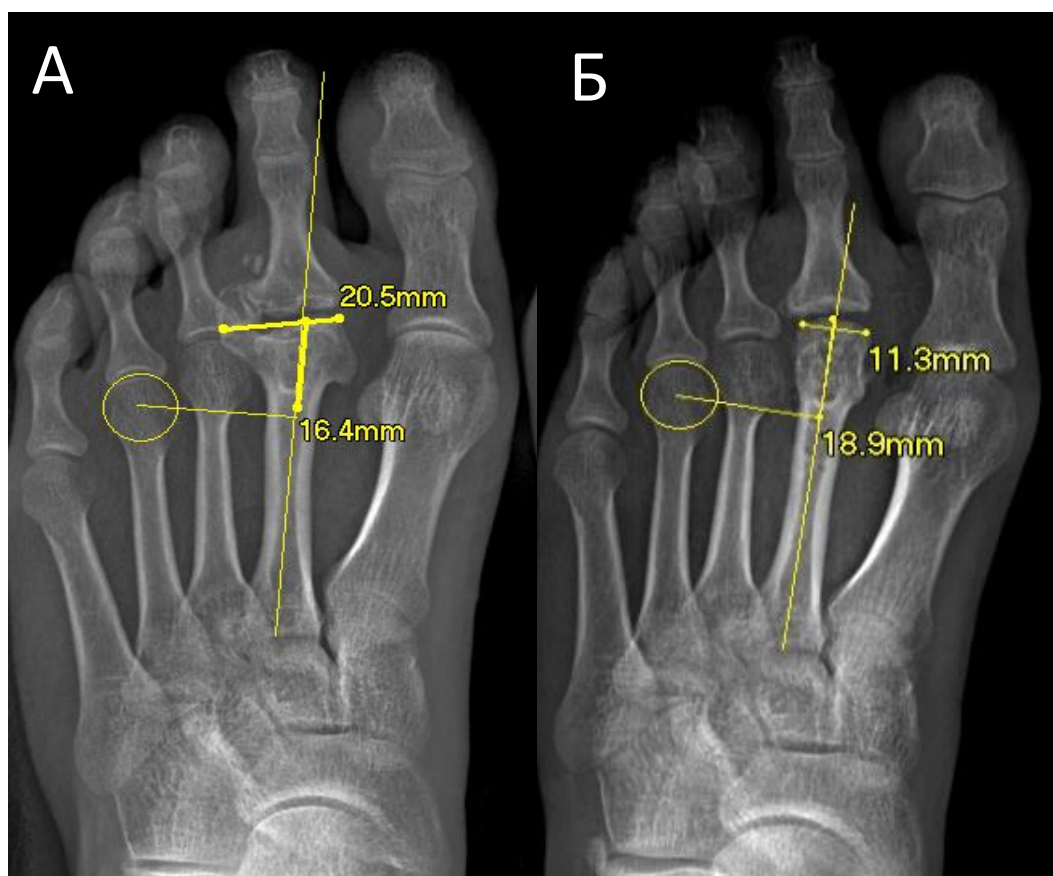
Клинический пример пациентки У., 1998 г.р. из группы исследования, представлены рентгенограммы стопы пациента в прямой проекции: А – рентгенограмма до операции, на снимке продемонстрированы высота (16,4мм) и ширина (20,5мм) головки пораженной плюсневой кости; Б – рентгенограммы через 12 месяцев со дня операции, на снимке заметны изменения высоты(18,9мм) и ширины (11,3мм) головки плюсневой кости, металлофиксаторы удалены
